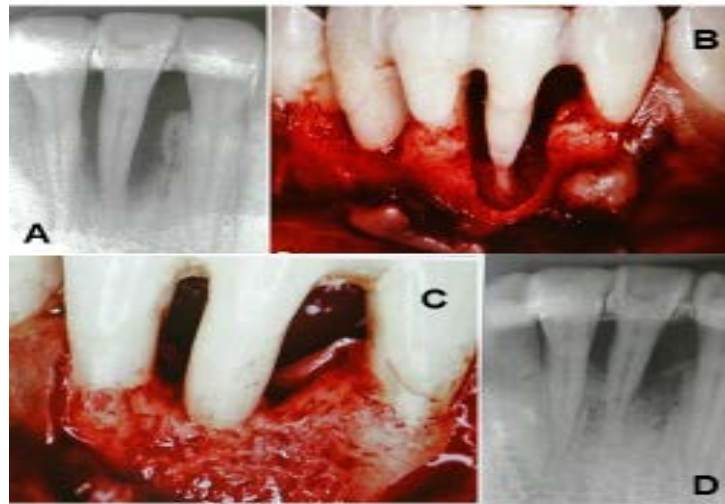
Tratamiento quirúrgico de paciente con periodontitis agresiva localizada A Radiografía inicial, B desbridamiento por colgajo C colocación de injerto óseo D radiografía final.³
